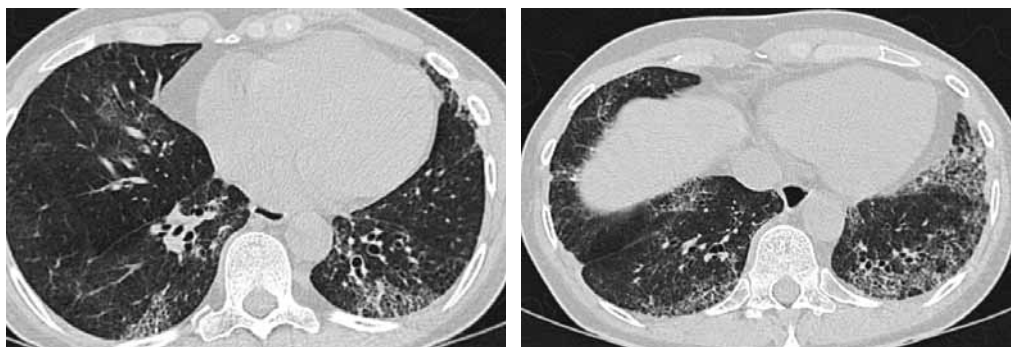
Аксиальные сканы пациентки Р. (2014), полученные при проведении компьютерной томографии высокого разрешения
